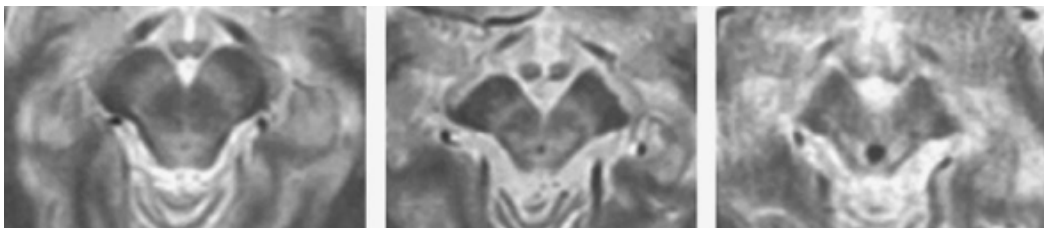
Coupes axiales d'acquisitions cérébrales par RMN en séquences T2. Trophicité mésencéphalique normale sur la première image. Atrophies mésencéphaliques ou « morning glory sign » avec dilatation de l'aqueduc du mésencéphale et élargissement de la gouttière inter-pédonculaire modérés puis sévères sur les deux images suivantes (89.)
